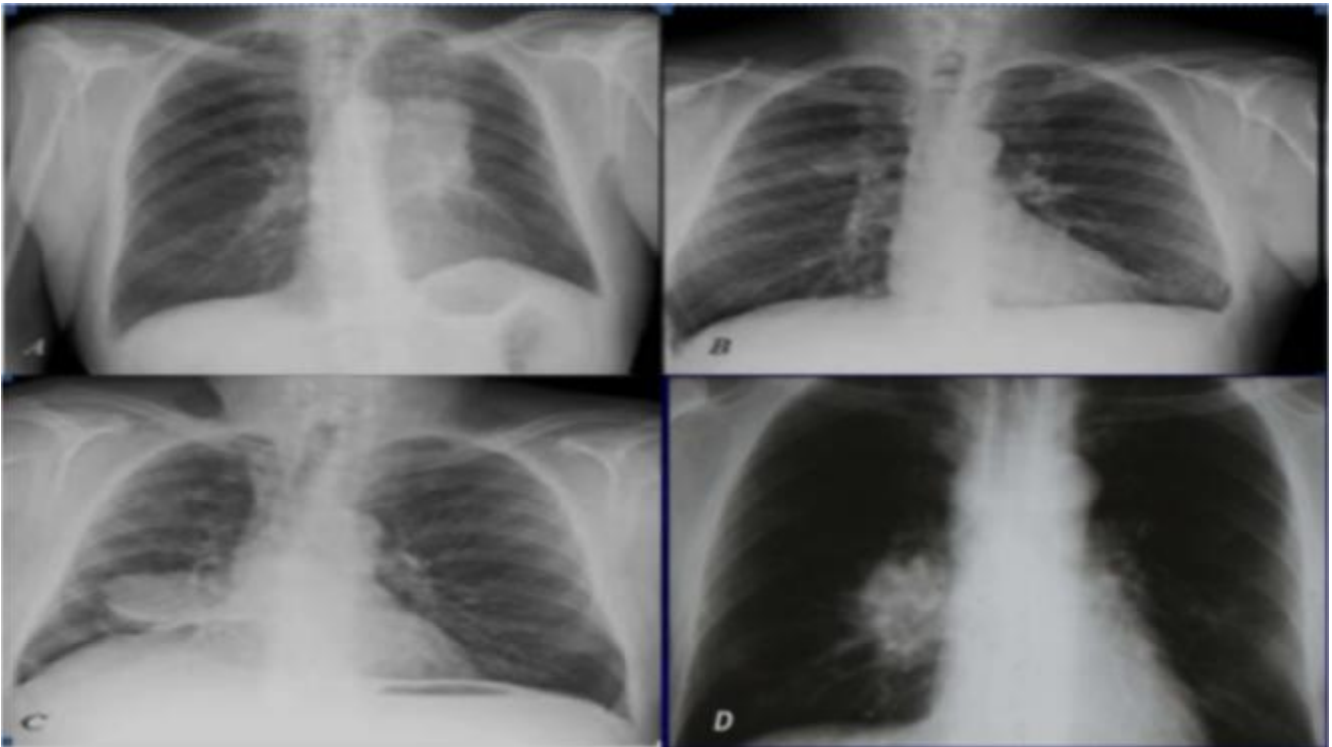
A, B, C radiographies thorax de face : A : opacité hilare gauche, B : opacité juxta-hilaire droite, C : opacité arrondie intra-parenchymateuse droite, D : gros hile droit « image en patte de crabe » . [11]
